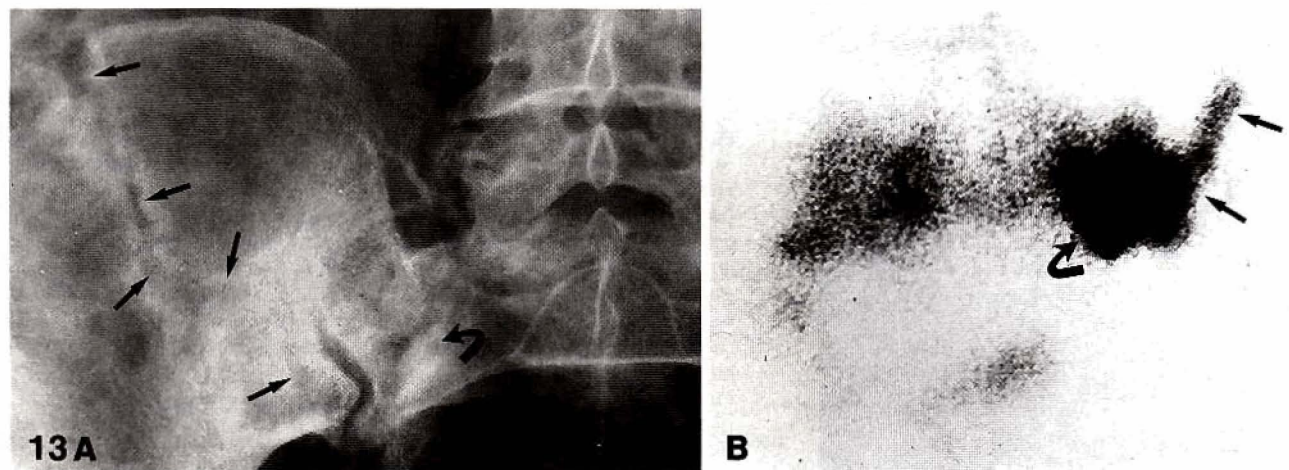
A, B. Fracture par insuffisance osseuse de l'aile iliaque droite associée à une fracture par insuffisance osseuse de l'aileron sacré homolatéral. A Cliché standard. Image typique de trait fracturaire barrant l'aile iliaque (flèches droites) et plage d'ostéocondensation hétérogène de l'aileron sacré droit (flèche courbe); B scintigraphie face postérieure qui confirme la fixation en U iliaque et le foyer sacré
